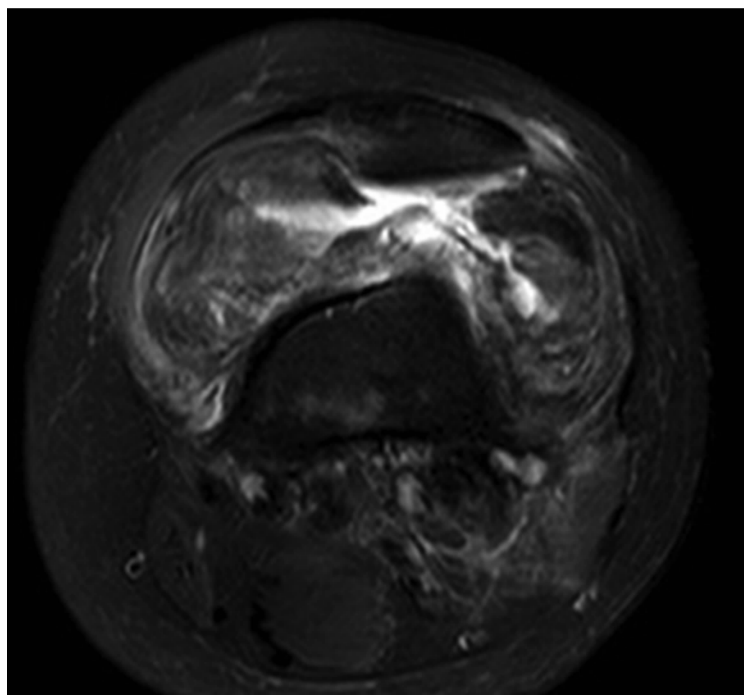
膝关节周围弥漫型腱鞘巨细胞瘤 MRI 和 CT 片
